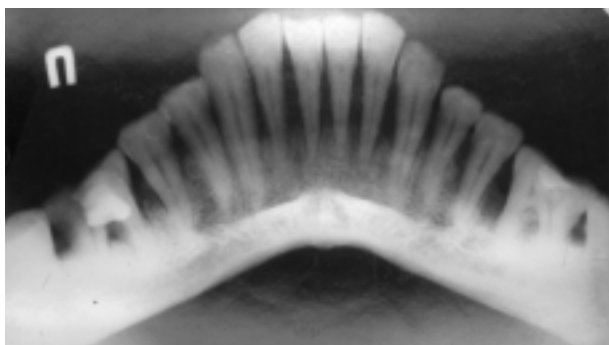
Генерализованный пародонтит средней тяжести. Панорамная увеличенная рентгенограмма нижней челюсти.
